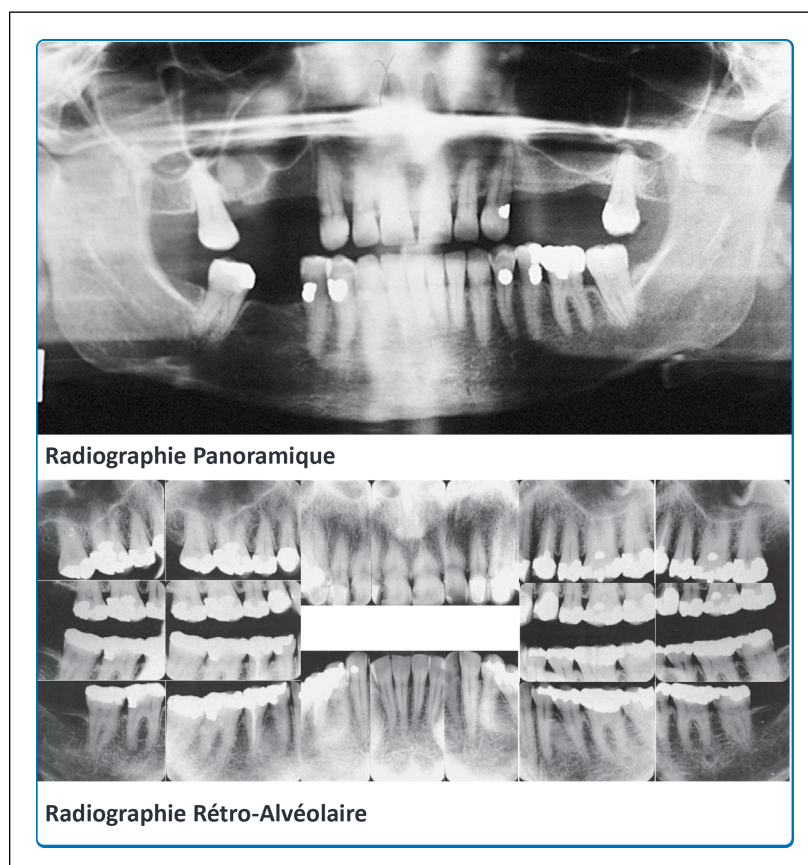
différents clichés radiographiques
